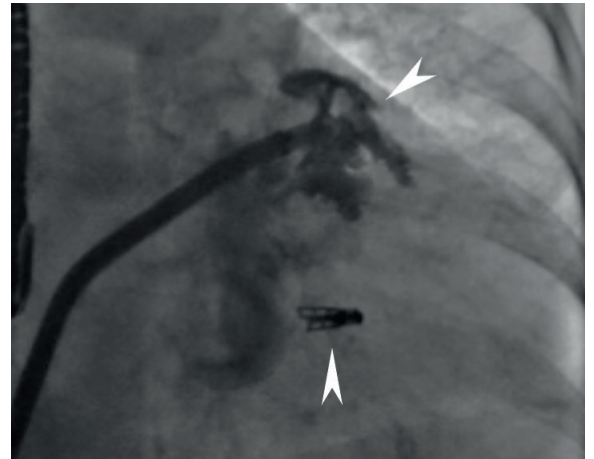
Рентгенография после клипирования створок митрального клапана клипсой MitraClip. Селективное контрастирование ушка левого предсердия через систему доставки для оценки анатомии (указано стрелками)
